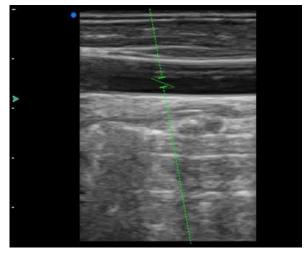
Doppler de onda pulsada Volume de amostragem
